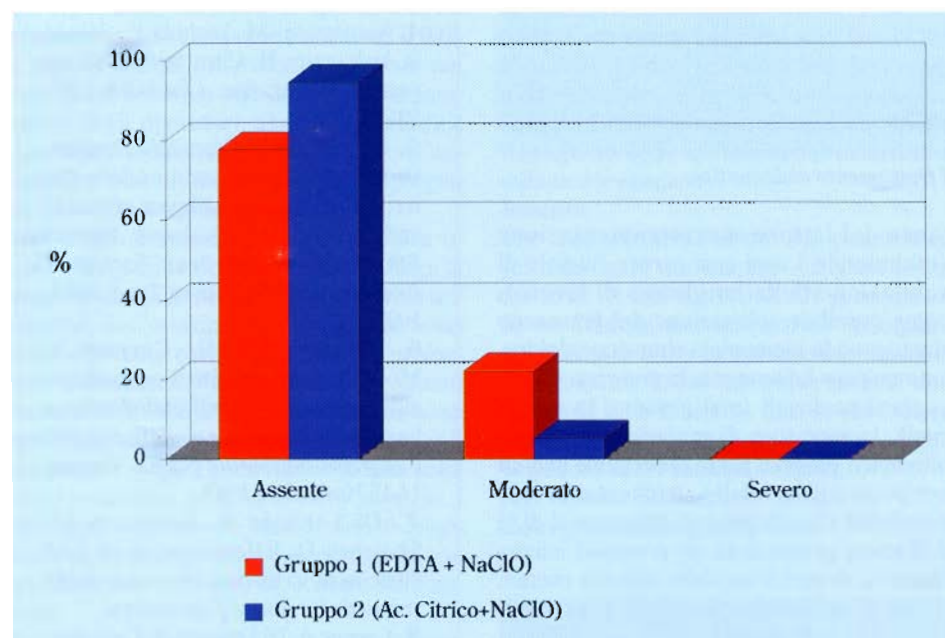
Entità del dolore periapicale 72 ore dopo il trattamento endodontico
